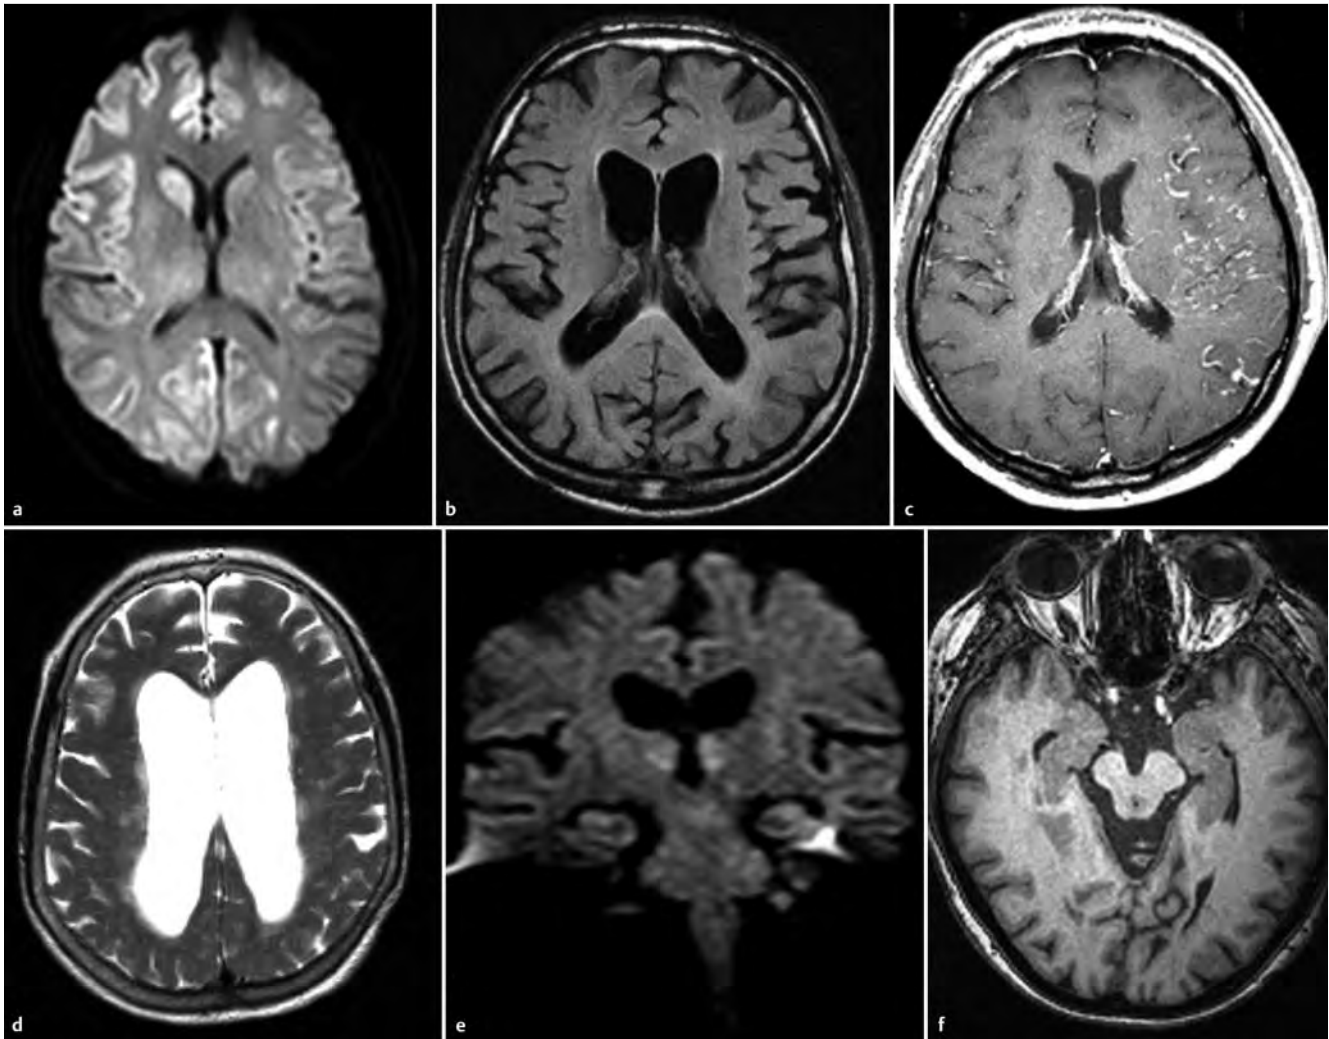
Seltene Demenzerkrankungen mit pathognomonischen Bildbefunden. a 58-jähriger Mann mit raschem kognitivem Abbau bei CJD-typischen rechtsbetonten Signalveränderungen des Striatums und des Kortex auf diffusiongewichteten und FLAIR-Aufnahmen. b 40-jähriger Mann mit Hyperkinesien, kognitivem Abbau und einer für die Chorea Huntington typischen Atrophie der Kaudatusköpfe. c 60-jähriger Mann mit wechselnder Sprachverständnisstörung und kognitivem Abbau bei linksseitiger Durafistel mit retrograder Venenfüllung. d 65-jähriger Mann mit Gangstörung, Urininkontinenz und kognitivem Abbau bei einer für den Normaldruckhydrozephalus typischen dysproportionalen Erweiterung des Ventrikelsystems bei engen Mantelkantenfurchen (nicht gezeigt). e 50-jährige Patientin mit hirnrorganischem Psychosyndrom, Gang- und Standunsicherheit und Augenbewegungsstörungen bei für die Wernicke-Enzephalopathie typischen, an den III. Ventrikel angrenzenden Signalveränderungen sowie T1-hyperintensiven Corpora mammillaria (nicht gezeigt). f 73-jährige Frau mit vertikaler Blickparese, häufigen Stürzen und für eine PSP typische Mesenzephalonatrophy.
